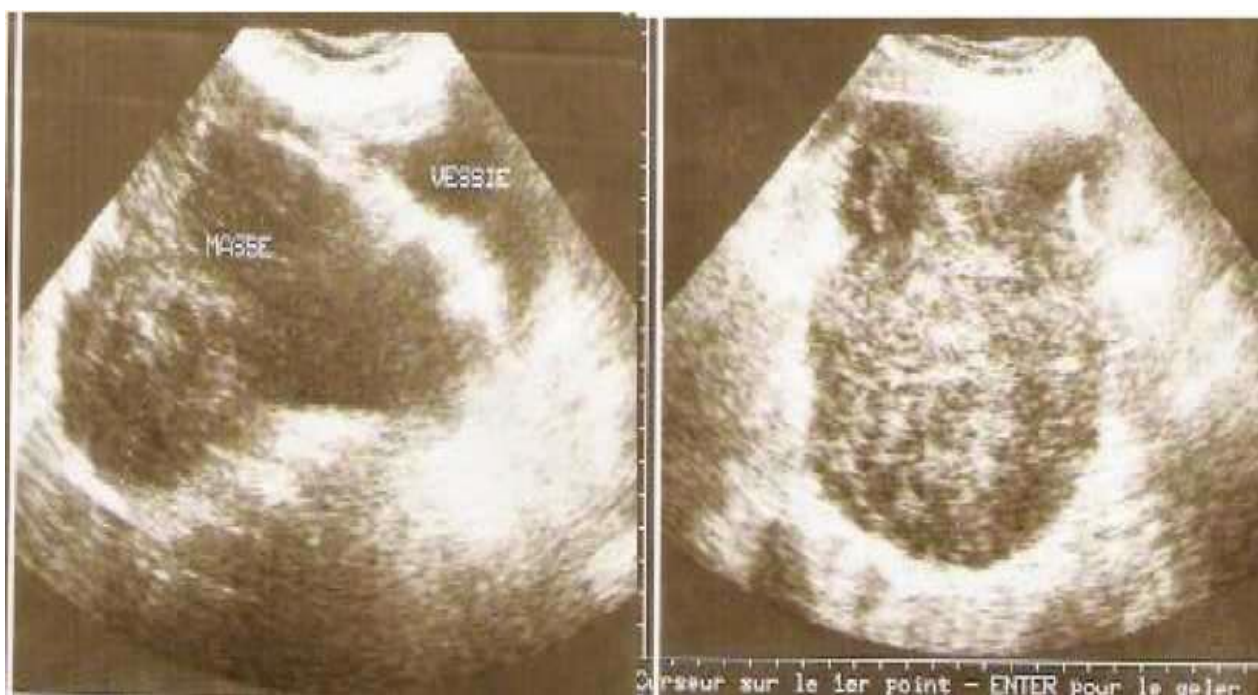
Aspect échographique d'un sarcome du stroma endométrial : Masse hétérogène 137/58mm (224)
